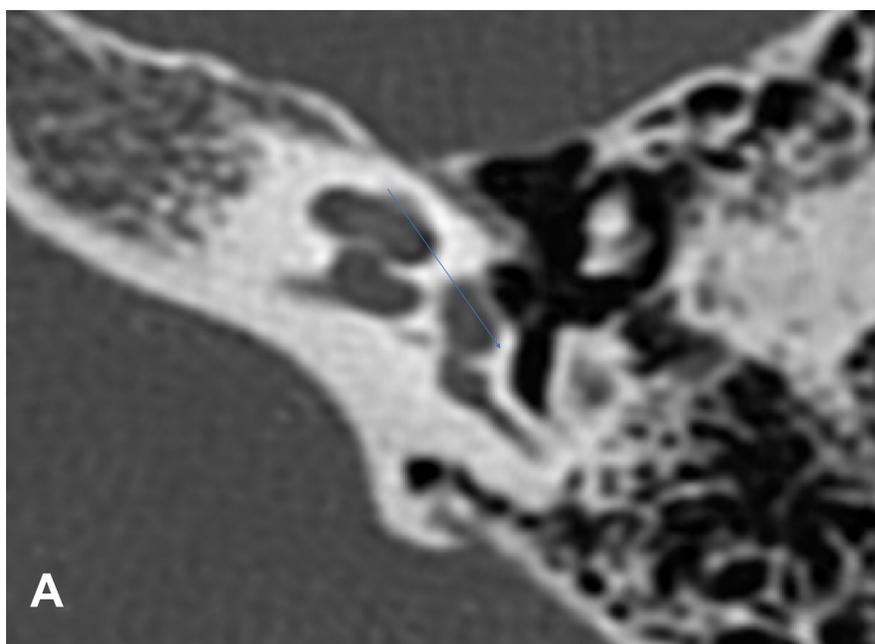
Imágenes de TC de oído en plano axial (A) y coronal (B) en las que señala la porción mastoidea del canal para el nervio facial (A) y el agujero estilomastoideo (B).
